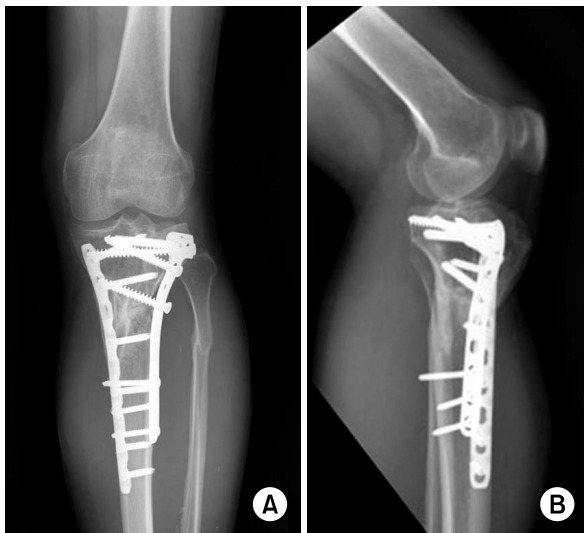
The 30 months follow up (A) anteroposterior and (B) lateral radiographs of the patient described in Fig. 2. The articular surface was congruent and union was achieved successfully. The range of motion was 0 to 130 degrees, but the patient suffered in pain when full weight bearing was performed.
